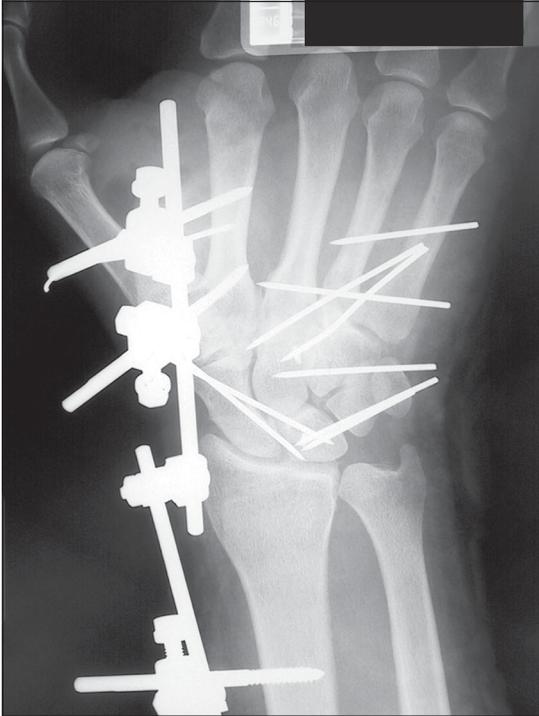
La radiografía muestra la reducción y osteosíntesis de la lesión. Reducción de los MTCs. Reducción y fijación de la luxación del carpo con reparación de ligamentos luno-triquetral y hamate-capitate. Se fija la posición de la muñeca con un fijador externo.
